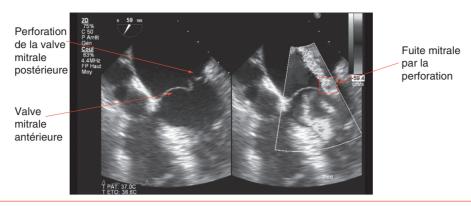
Critère majeur d'endocardite infectieuse mitrale à l'échographie transœsophagienne (fuite mitrale par perforation de la valve postérieure).
